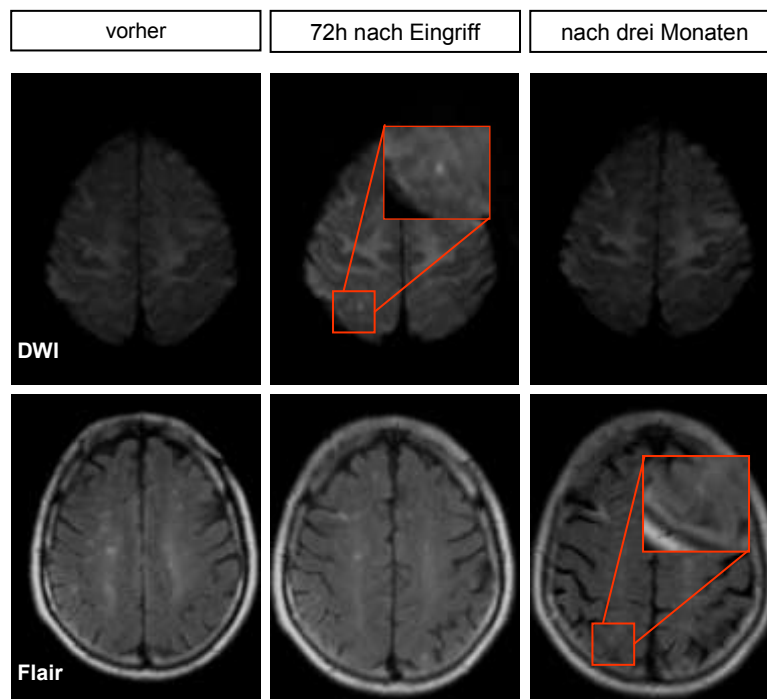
Eine neue DWI-Läsion 72 Stunden nach Eingriff, eine neue FLAIR-Läsion drei Monate nach dem Eingriff. Abteilung Neuroradiologie UMG, 2010
